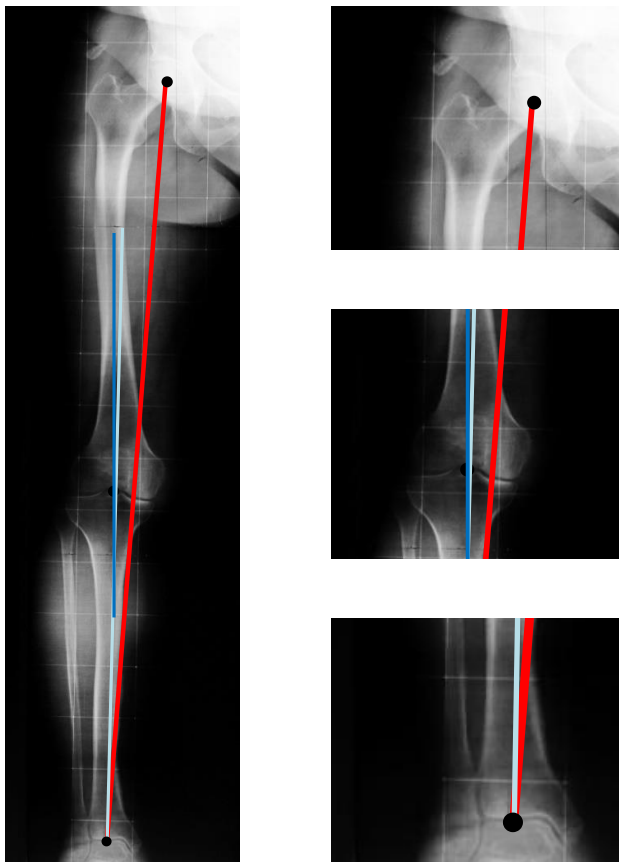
Röntgenaufnahme des rechten Beins im p.a.-Strahlengang mit Mikulicz-Linie (rot), anatomischer Femurachse (dunkelblau) und anatomischer Tibiaachse (hellblau).
